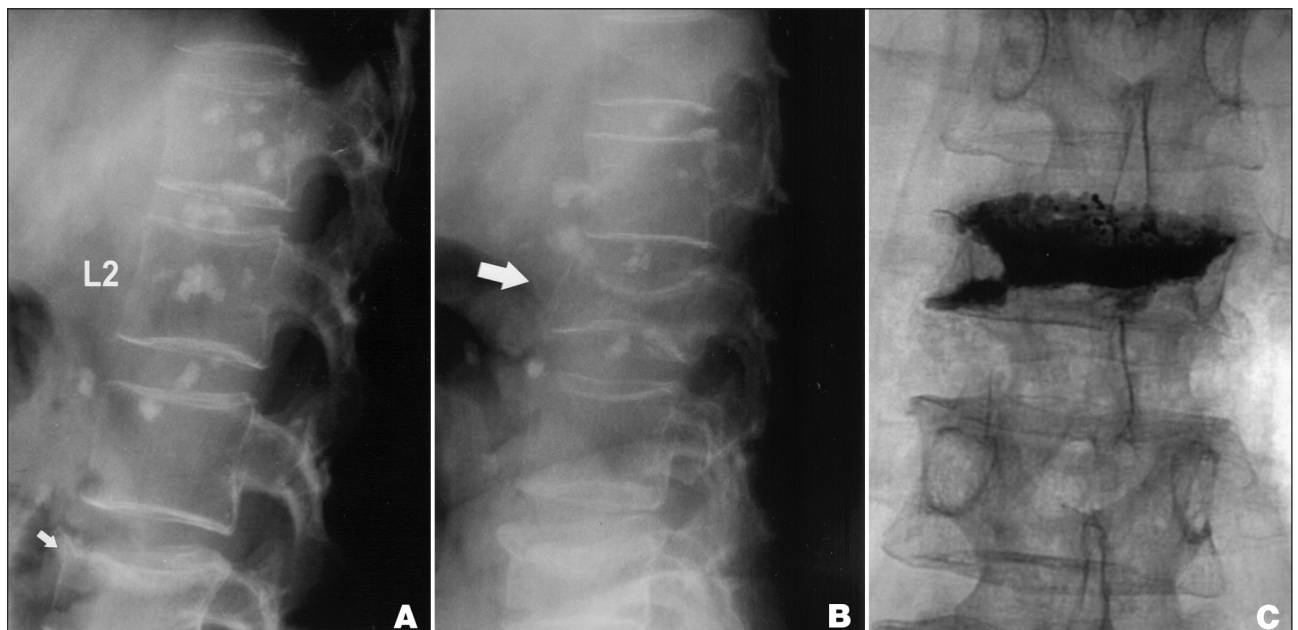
(A) Paciente de 45 anos com *lupus eritematoso sistêmico* e *doença de Crohn*, em uso crônico de corticosteróides. A paciente internou com dor lombar e escala verbal de dor=5. A radiografia de coluna lombar em 06/jun/02 demonstrou osteopenia, cálculos renais bilaterais e fratura de L4 (seta). (B) A mesma paciente apresentou dor lombar acentuada durante sua internação com escala de dor = 10. Foi realizada radiografia em 13/jun/02, que evidenciou nova fratura bicôncava de L2 (seta). (C) Foi realizada VP bi-pedicular de L2 em 10/jul/02, com redução de escala de dor, a qual retornou ao nível anterior.
